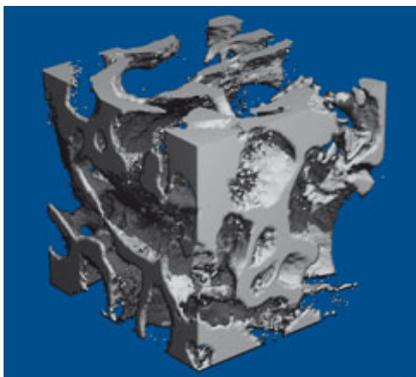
Mikro-CT, 3-D-Rekonstruktion, Knochenprobe aus dem Molarenbereich des Unterkiefers, 54 J., männlich; stellenweise ausgedünnte, lockere Spongiosa.
